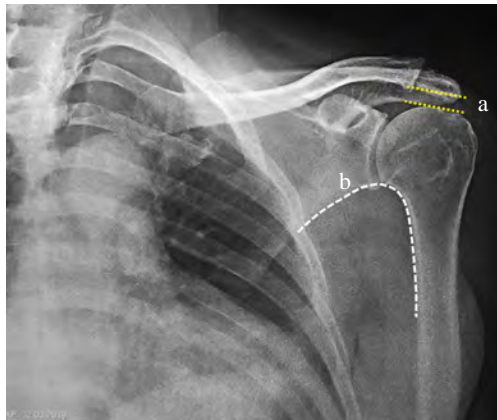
Radiografía anteroposterior de hombro izquierdo. a) Intervalo acromiohumeral: 8 mm. b) Continuidad del arco escapulohumeral.
